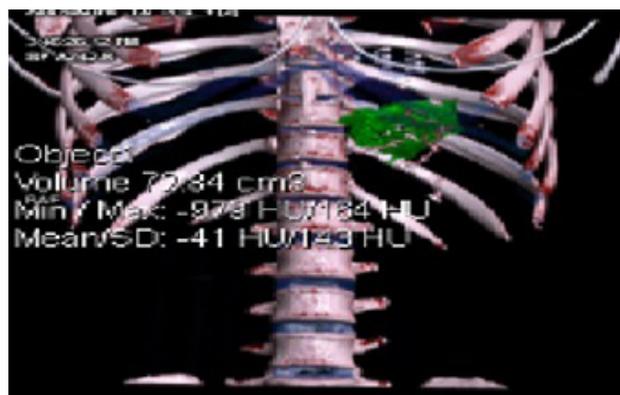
КТ-волюмометрия. Больная С., 2-я группа, объем культи желудка – 72,84 см^3
